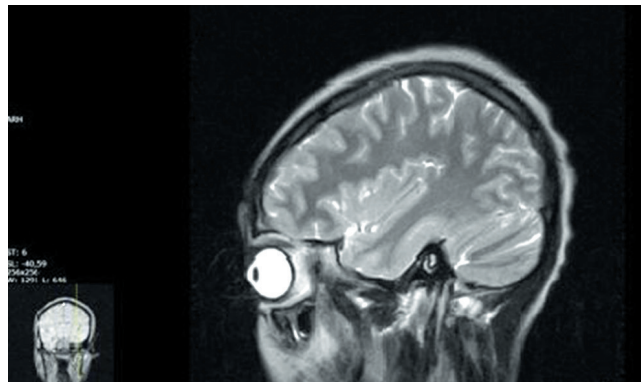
МРТ-картина головного мозга младшей сестры (описание в тексте)
